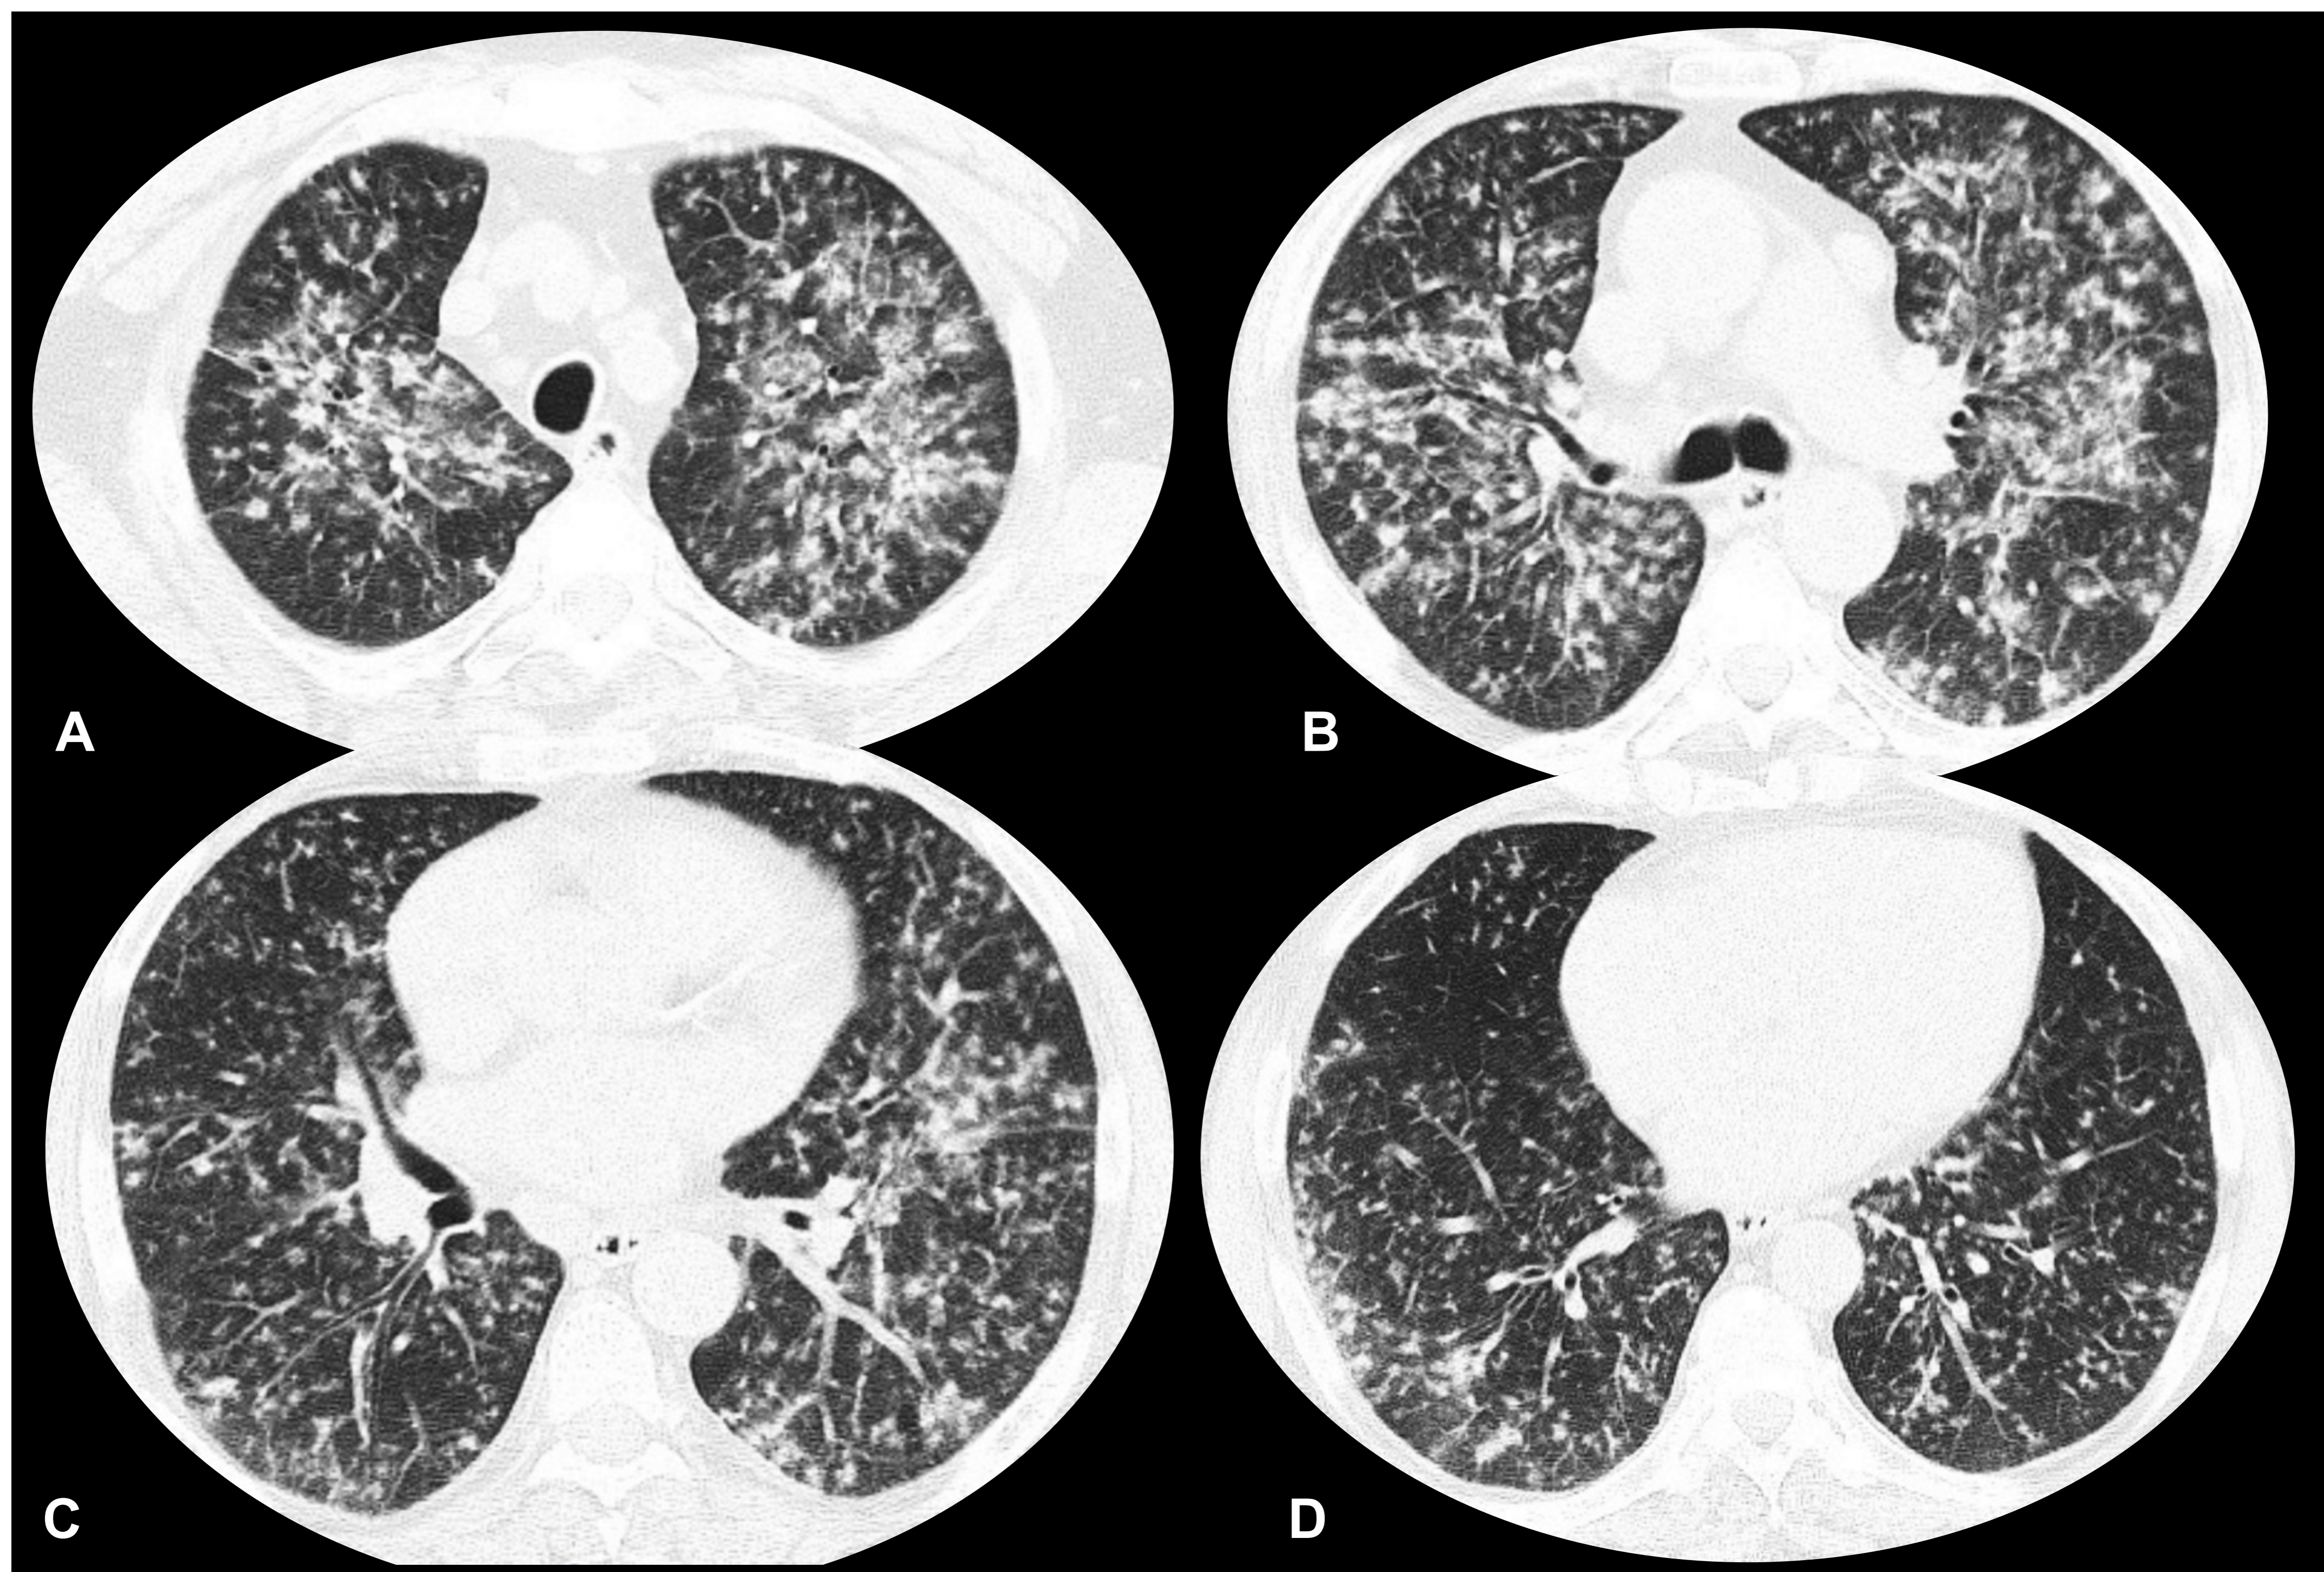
Varón de 44 años con tos y febrícula. TC de tórax con contraste intravenoso en el plano axial con cortes en campos superiores (A), medios (B, C) y bases pulmonares (D). Patrón nodular centrilobulillar difuso con micronódulos sólidos rodeados de halo en vidrio deslustrado y tendencia a la confluencia, con un predominio en los lóbulos superiores, compatible con bronconeumonía por gérmenes atípicos. La serología confirmó la infección aguda por *M. pneumoniae*.
